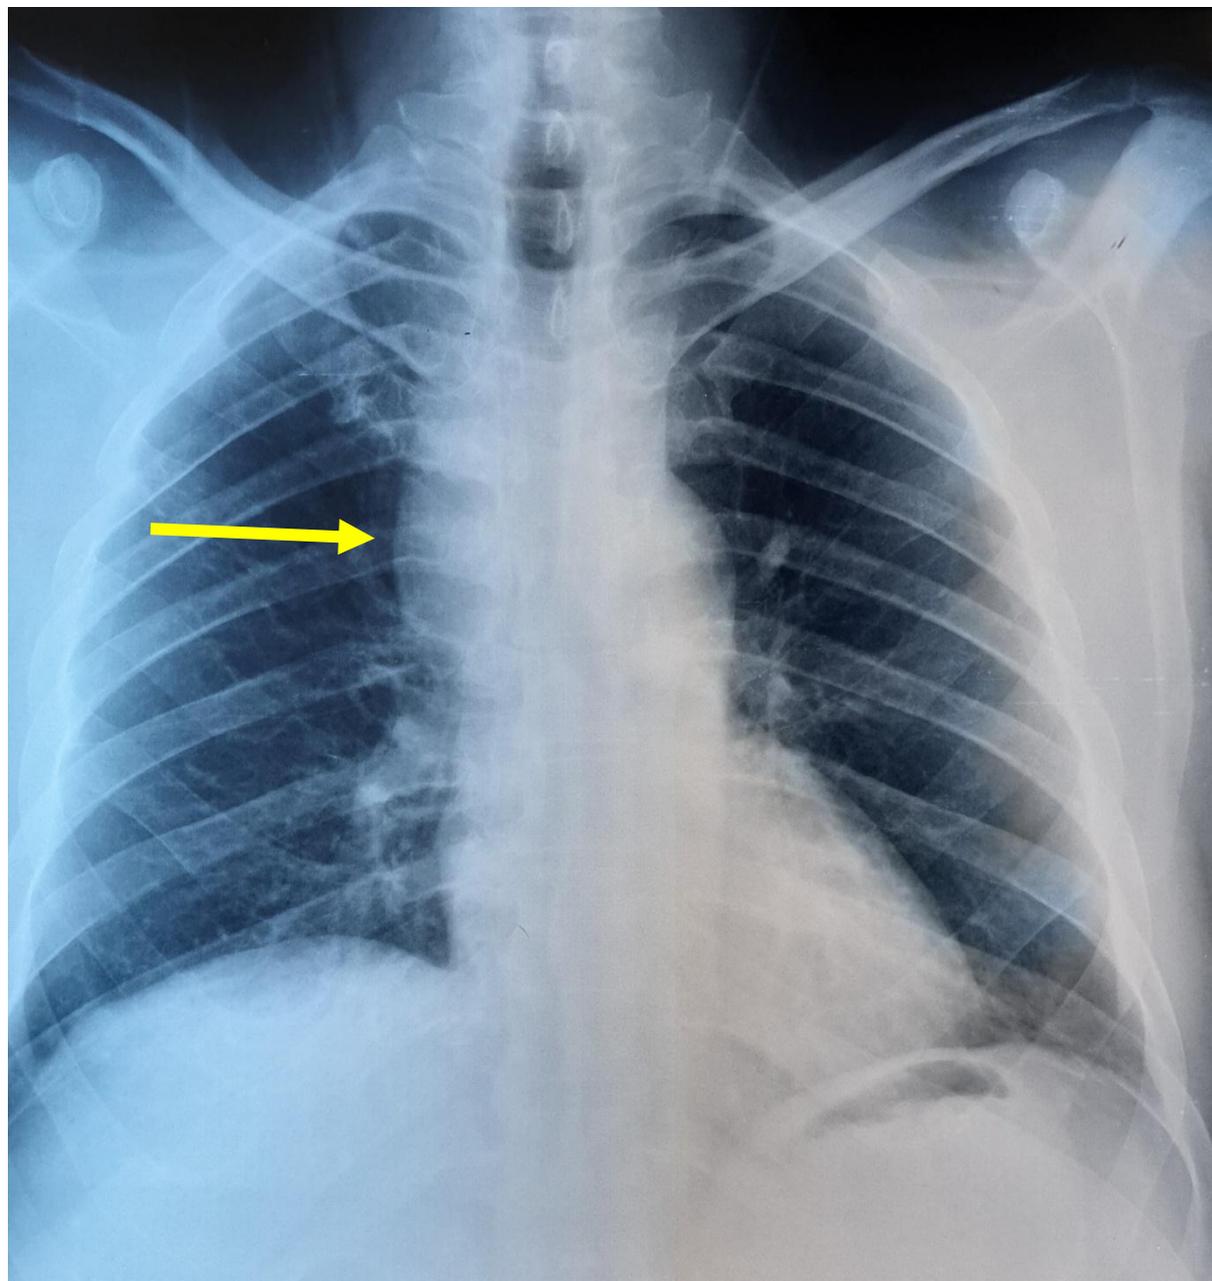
Radiographie du thorax (face) qui montre une opacité médiastinale droite (flèche jaune).
